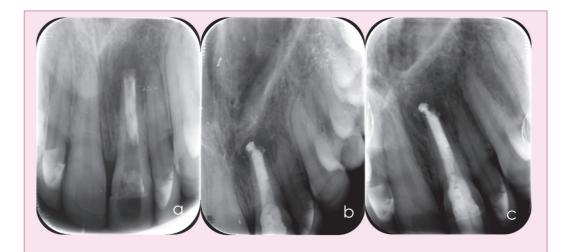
Ejemplo de reabsorción interna del 2.1. A. Radiografía periapical muestra la presencia de espacio intraconducto no obturado por reabsorción interna. B. Radiografía final muestra el sellado apical mediante MTA C. Radiografía de control al año.
